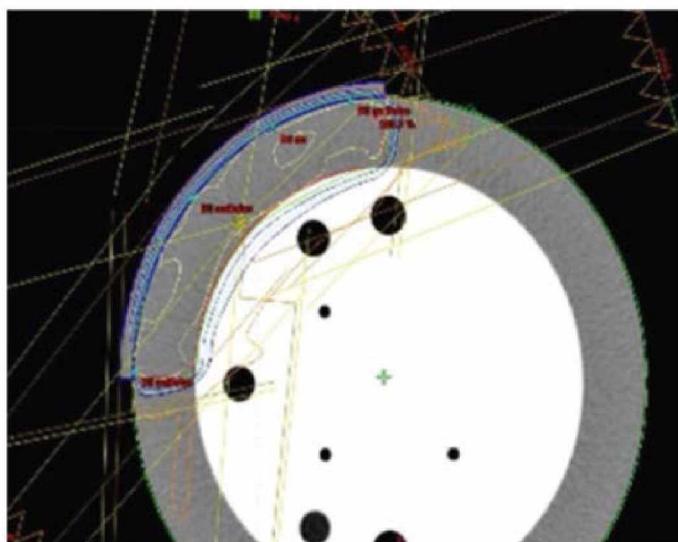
Компьютерная томограмма фантома Catphan с болюсом
